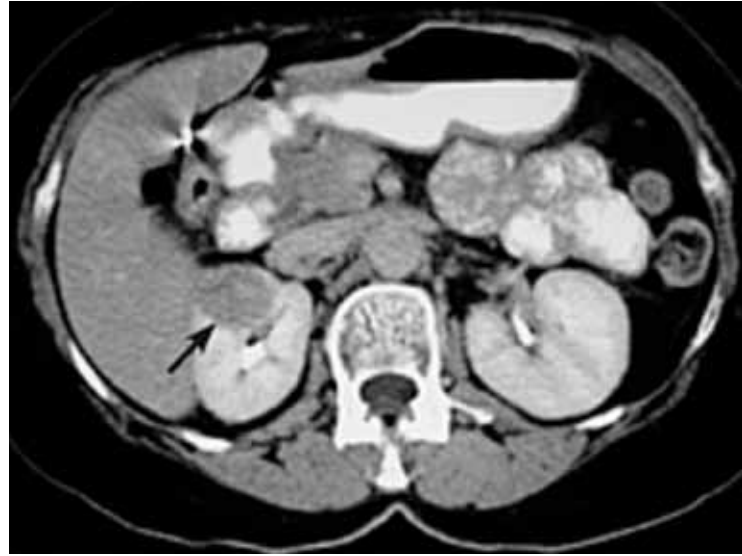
CT-scan showing a renal tumor in the right kidney amenable to LPN.
